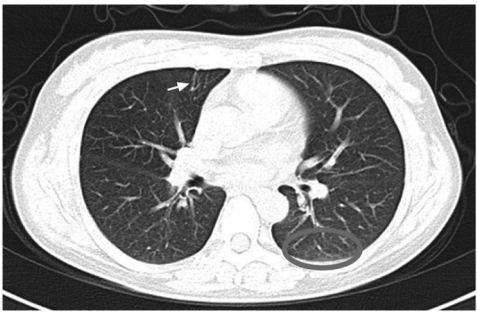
胸部 CT 示右肺中叶胸膜下索条影（箭头），双下肺胸膜下片状磨玻璃影（圆圈）
